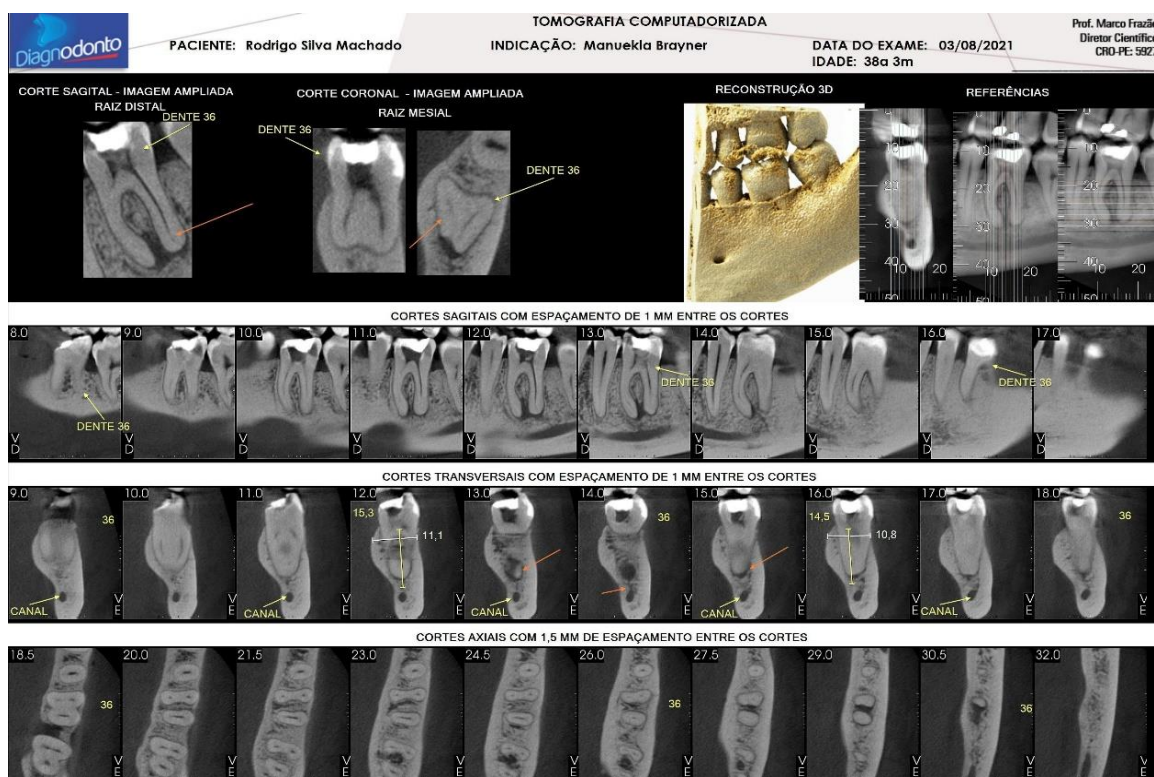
Cortes de Tomografia
